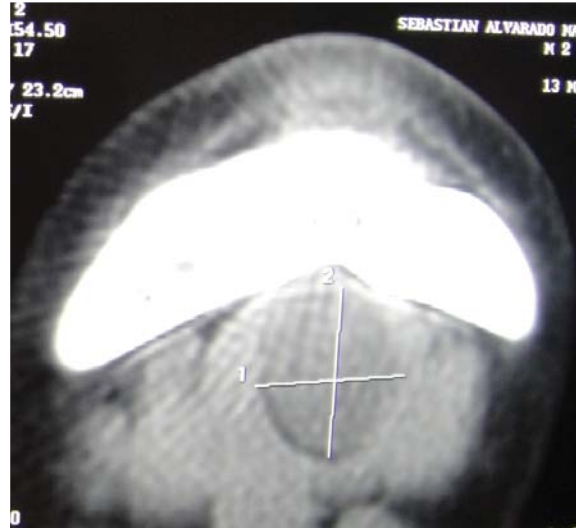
Tomografía computarizada. Corte axial patología delimitada por los trazos sagitales y transversos.
